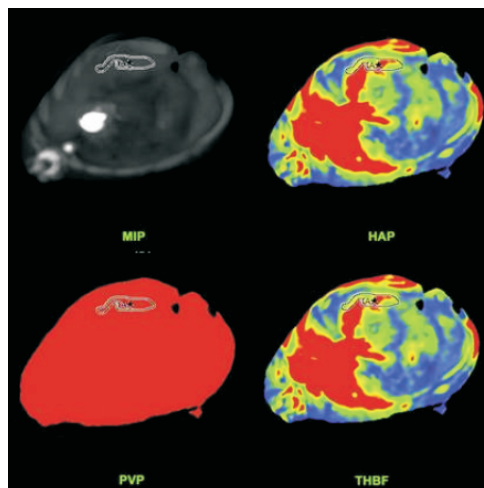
对照组 CT 灌注伪彩地形图 (以脾动脉组为例)
